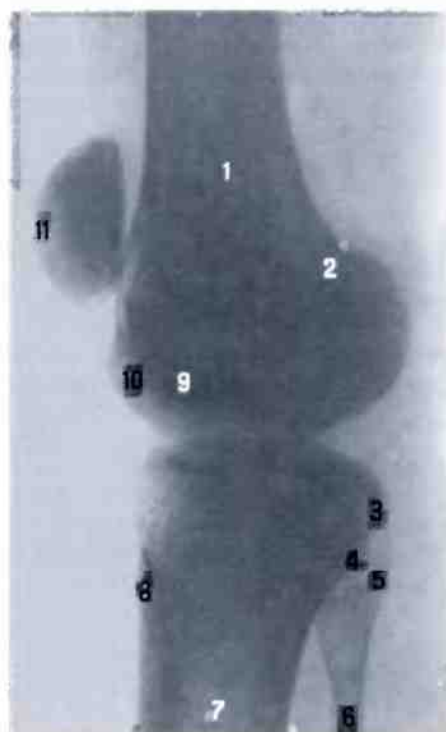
Коленный сустав, правый (рентгенограмма). (Коленный сустав в состоянии сгибания.)
